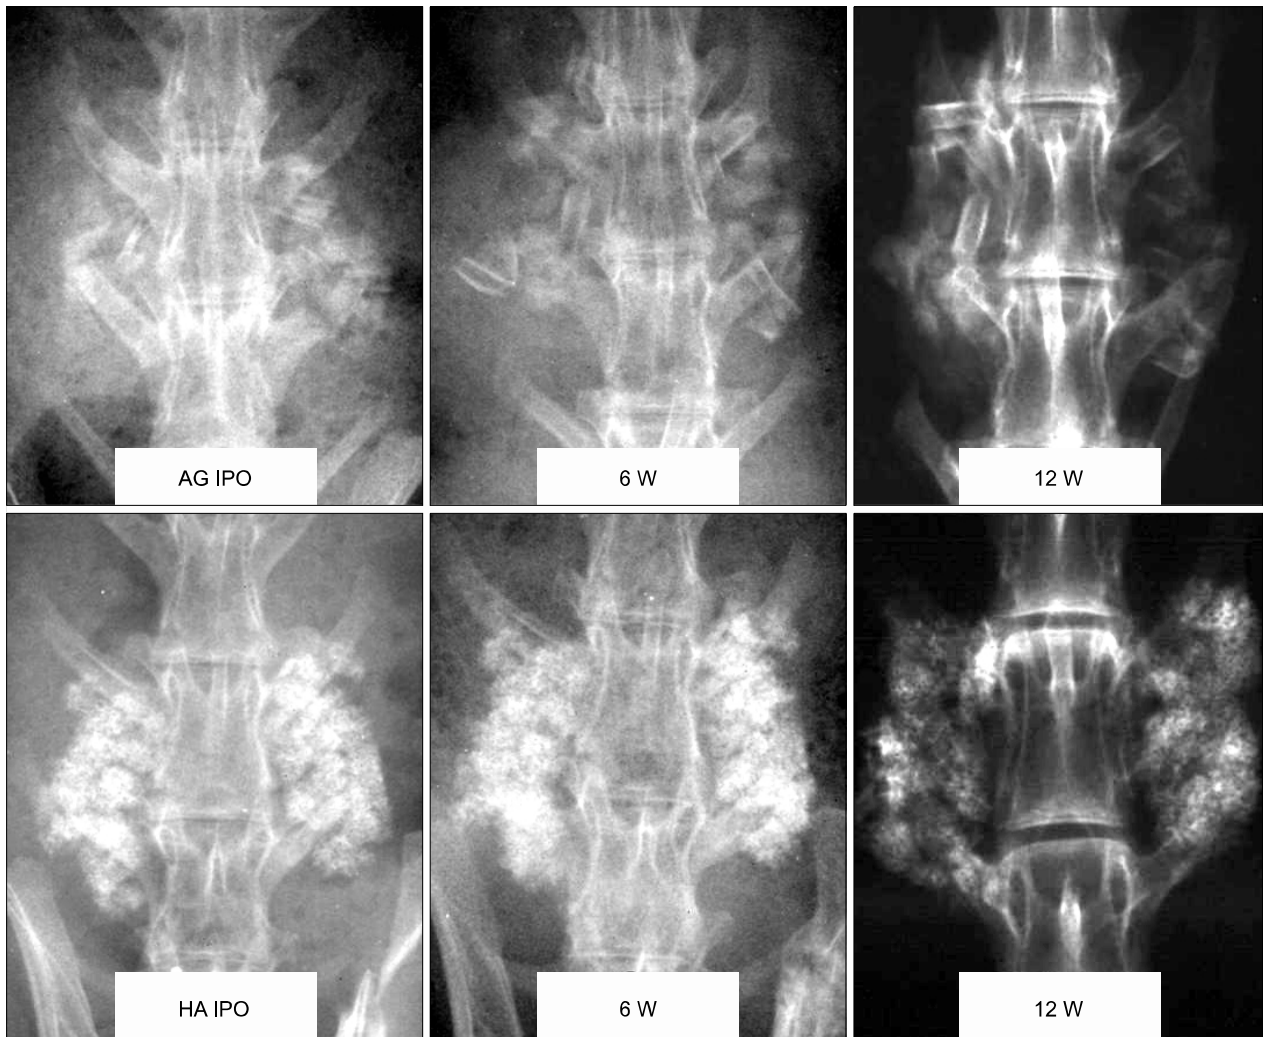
Serial posteroanterior radiographs. In both groups, implanted allograft and hydroxyapatite granules showed marginal blurring at 6 weeks, however, the radioopacities of the centers of the granules was sustained for up to 12 weeks.
